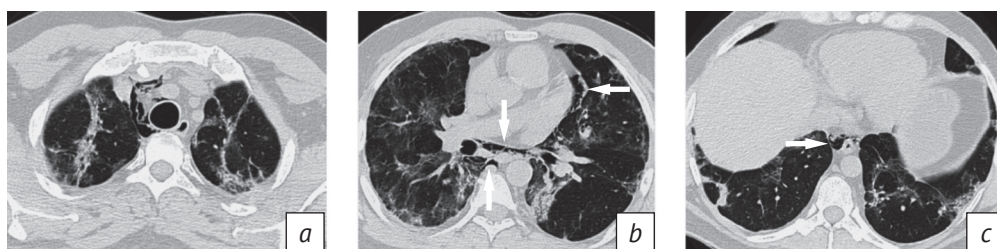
КТ органов грудной клетки у пациента с течением вирусной пневмонии (КТ2). На аксиальных КТ-изображениях в средостении визуализируются тонкие прослойки воздуха – пневмомедиастинум (а–с)
